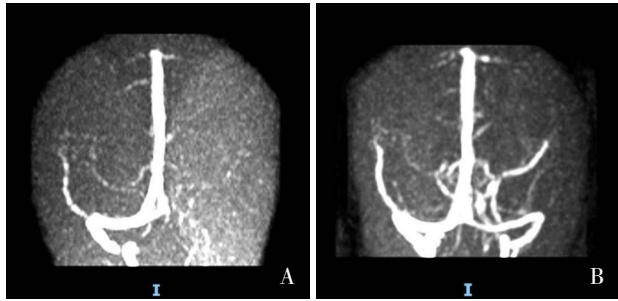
病例 10 颅内静脉窦血栓患儿头颅 MRI 治疗前后对比 A: 治疗前可见左侧横窦未显示；B: 治疗后诸静脉窦未见明确缺失、畸形改变。
